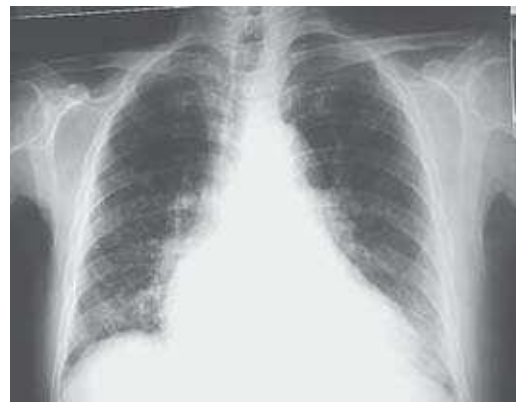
Telerradiografia torácica (31-10-2003)
